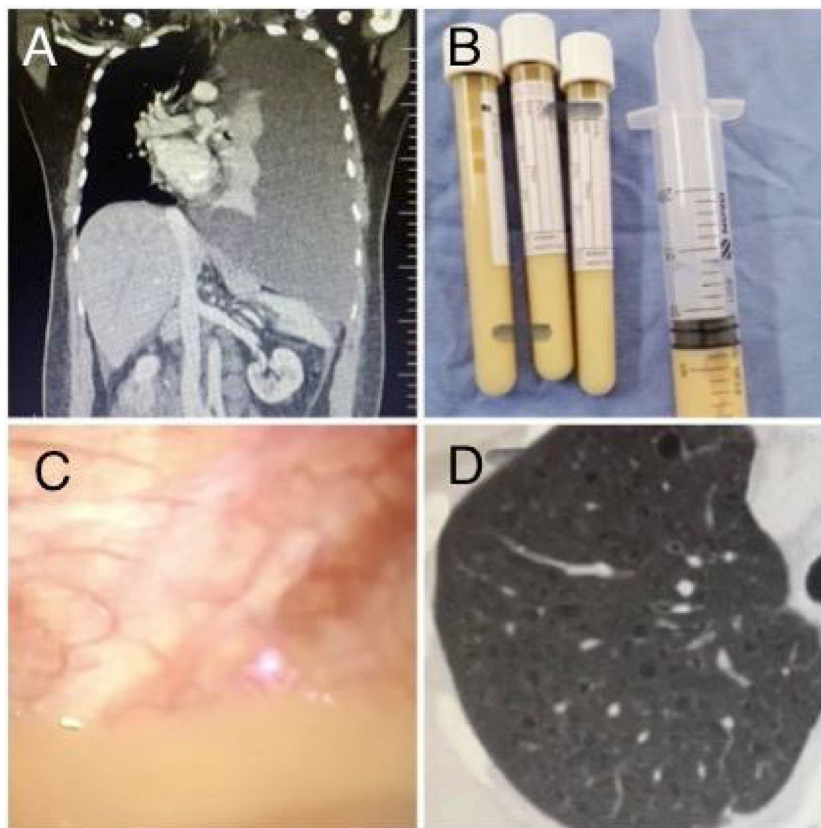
A: TC de tórax al ingreso donde se aprecia derrame pleural masivo izquierdo. B: Líquido pleural compatible con quilotórax. C: Toracoscopia médica donde se observa el líquido pleural macroscópicamente. D: TACAR de tórax donde se visualizan lesiones quísticas pulmonares.
